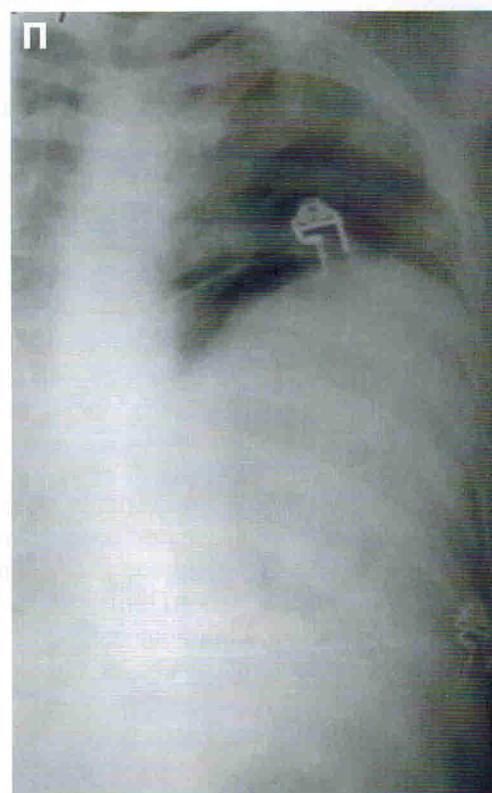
Рентгенограмма пострадавшего с разрывом диафрагмы слева.
